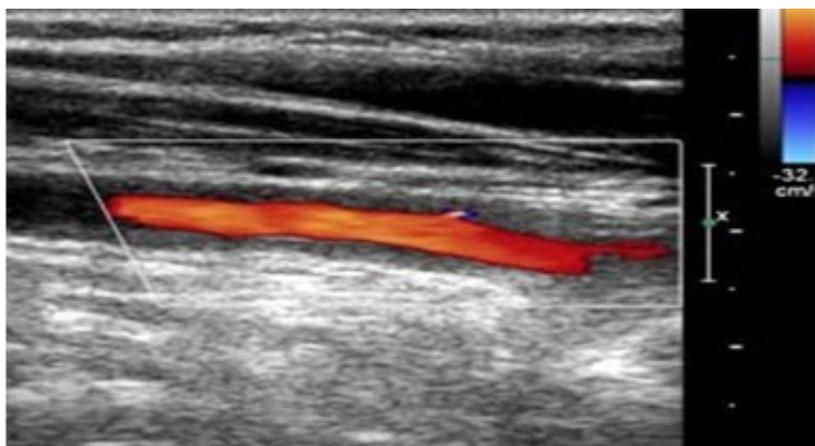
Eco Doppler de arteria carotídea izquierda.
